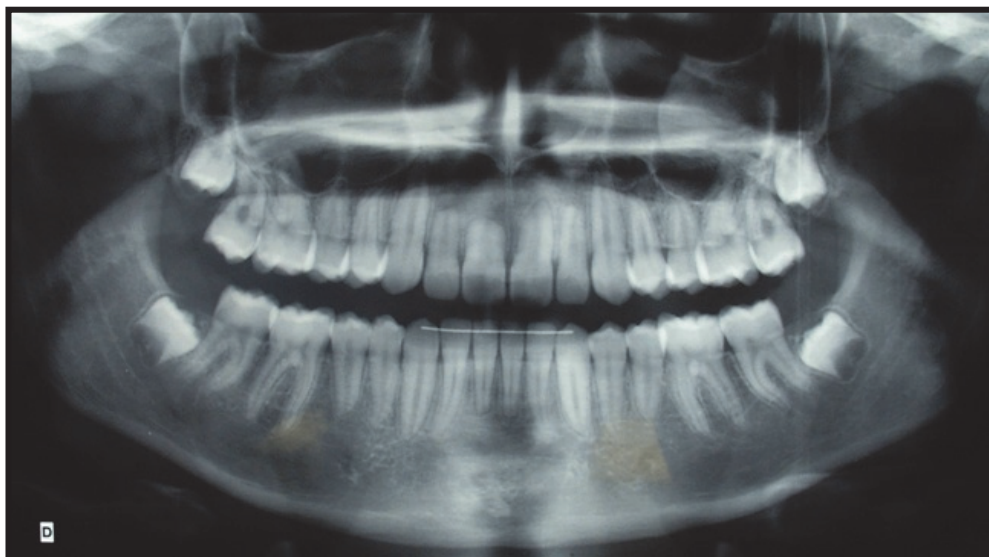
Radiographie panoramique du même patient après traitement orthodontique avec un appareillage multibagues maxillaire et mandibulaire : résorptions radiculaires incisives sur 11, 21, 12 et 22 (10)
